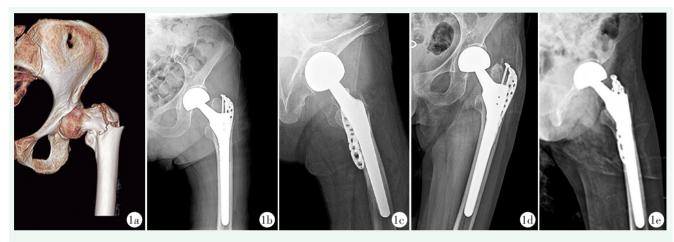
患者,女,79岁,左股骨粗隆间骨折,行半髋关节置换联合尺骨鹰嘴锁定钢板固定大粗隆术治疗 1a: 三维重建 CT 显示股骨粗隆间骨折 1b, 1c: 术后正、斜位 X 线片示假体和内固定位置良好,骨折复位良好 1d, 1e: 末次随访时正、斜位 X 线片示大粗隆骨折愈合良好,内置物无松动、断裂
